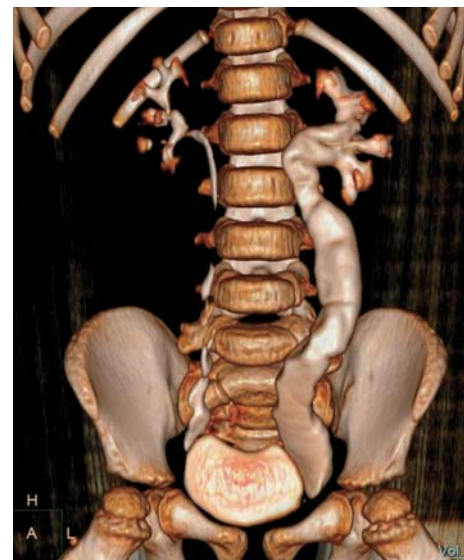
КТ-изображение (3D-реконструкция), выполненное на 8-й минуте, после введения контрастного вещества и РФП. Визуализируется уретерогидронефротическая трансформация слева, а также дилатация нижней трети правого мочеточника.
